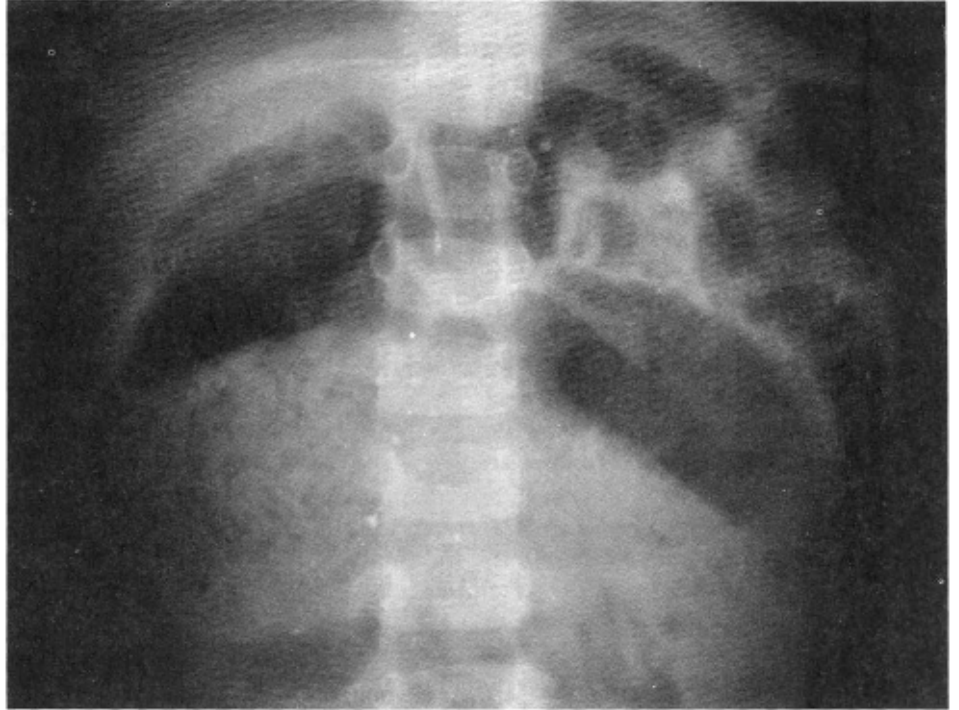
Radiografía de abdomen acostada
